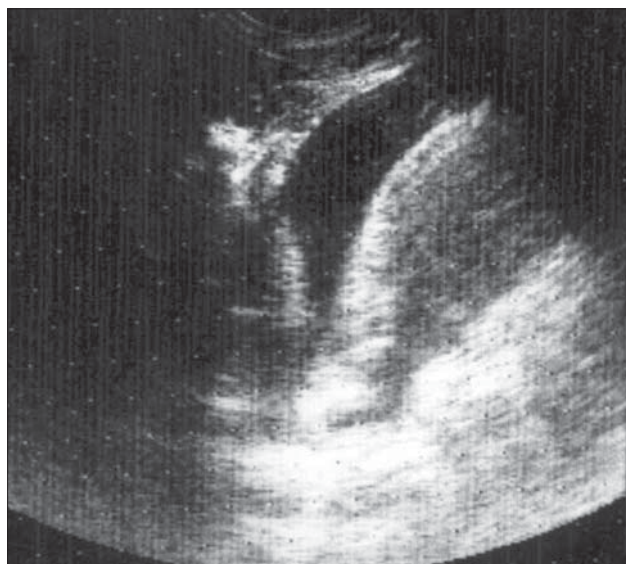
Colecție parapneumonică. Ecografie Transsudat. Imagine transsonică omogenă în sinusul costodiafragmatic.
